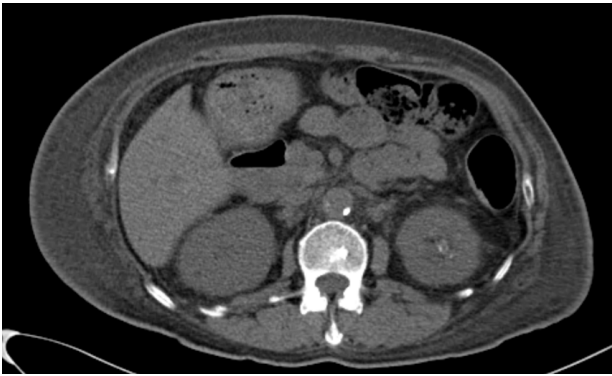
After 15 days of intravenous antibiotic treatment, the patient was evaluated with a second follow-up non-contrast abdominal CT scan, which showed complete regression of the gases within the left kidney parenchyma. CT, computed tomography.
